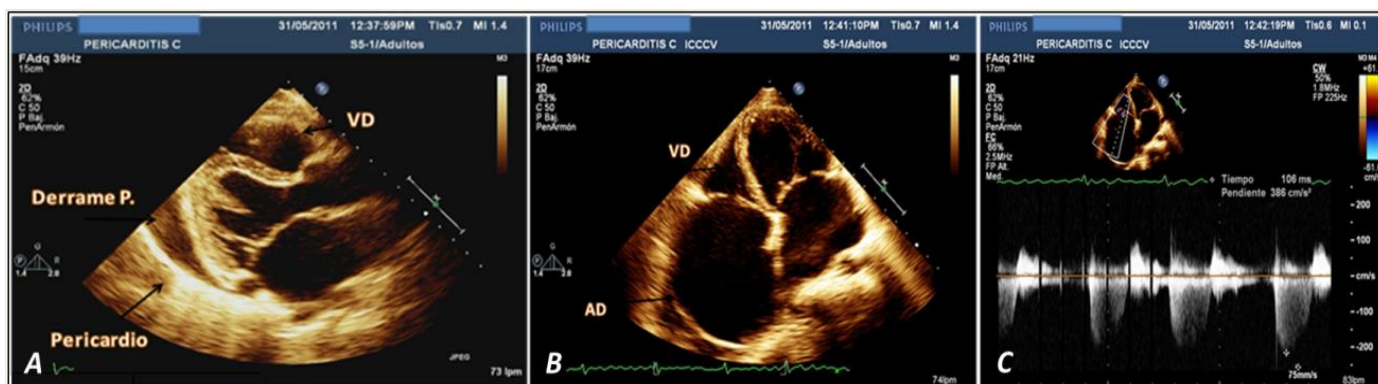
A. Parasternal long axis. Pericardial effusion located in left ventricular posterior wall. B. Apical 4-chamber view. Dilated right and left atrium, small right ventricle due to extrinsic compression. C. Apical 4-chamber view, tricuspid regurgitation.
